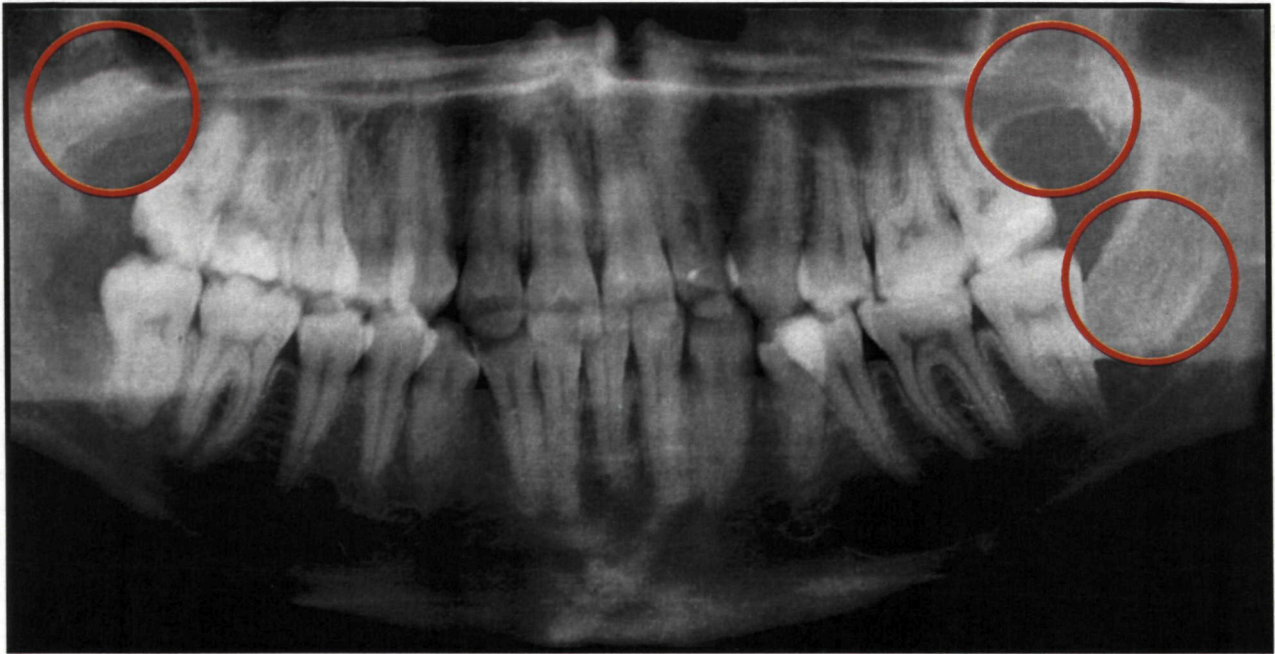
Та же больная. Отпечаток ортопантомограммы, выполненной через 6 месяцев после проведенных операций
